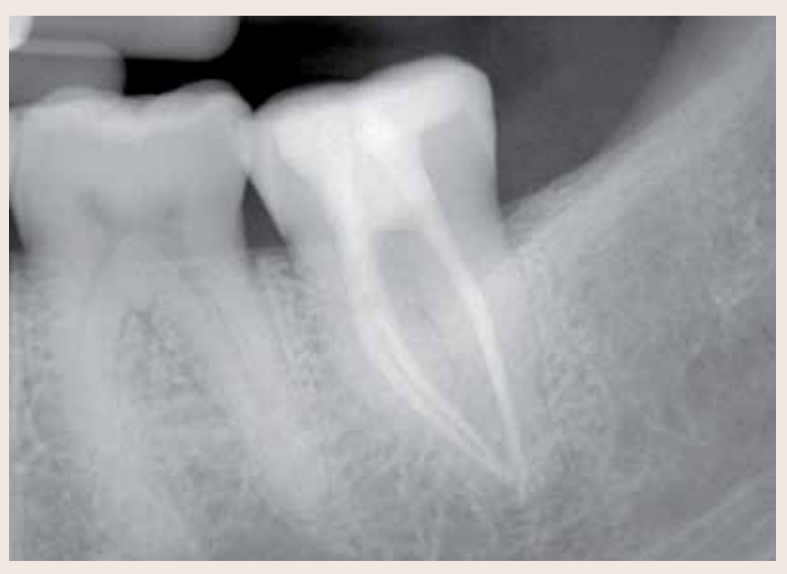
\_Post-operative radiograph of the completed restoration.
